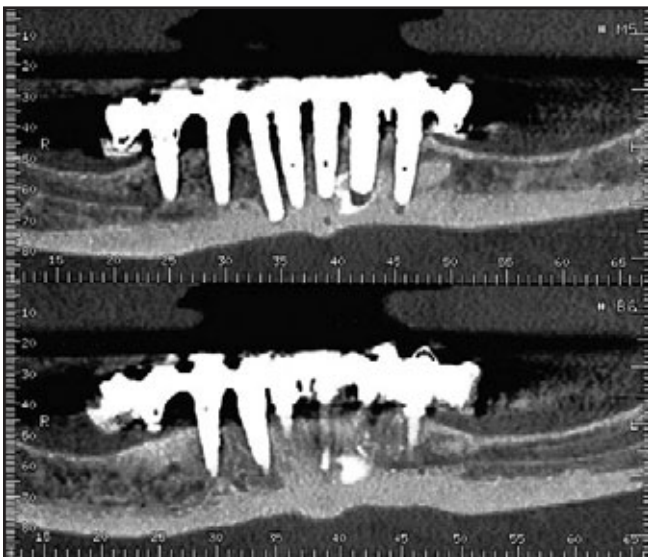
Panoramaansicht des CT-Scans beim Follow-up nach 2 Jahren. Es bestätigt sich, dass die Spitze des einen Implantats Kontakt zum Knochen hat, die des anderen nicht. Es war keine abnormale Knochenreaktion oder eine Wurzelresorption zu erkennen.
